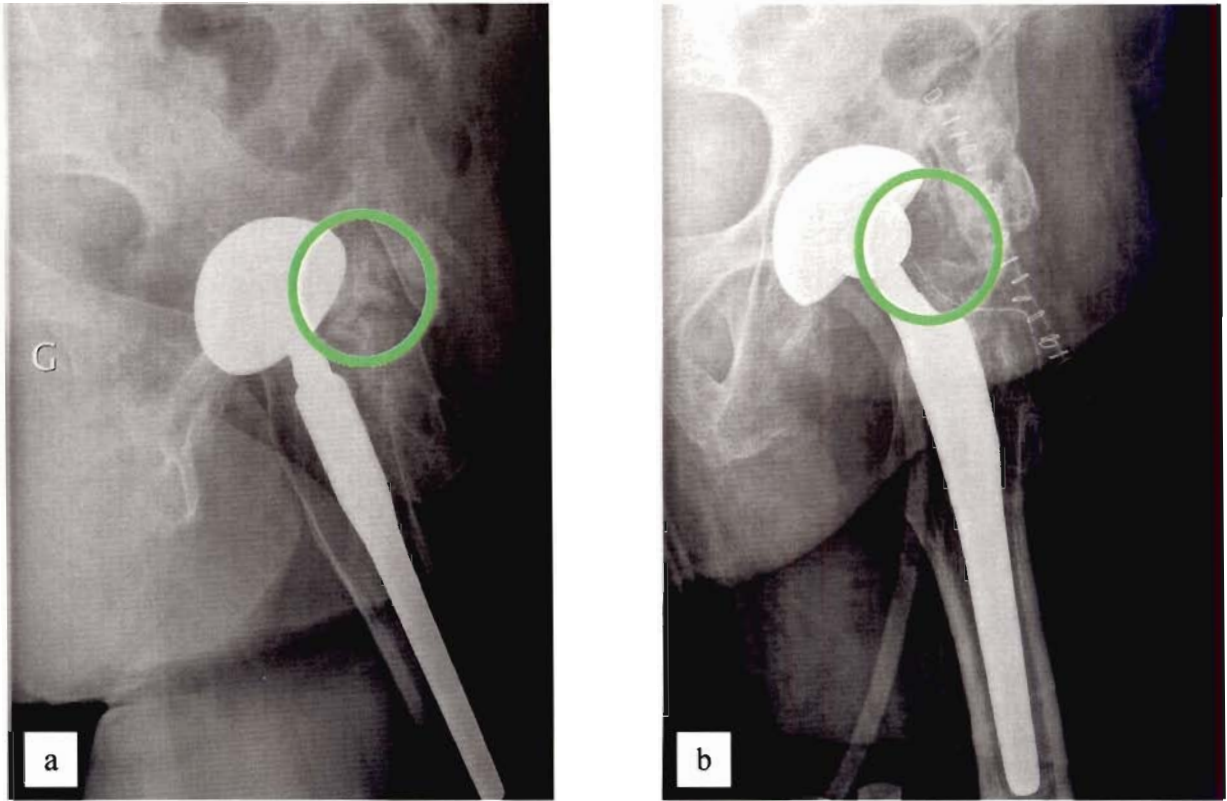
(cas 15) : Radiographie pré-opératoire (a) et post-opératoire (b) immédiates de la hanche gauche de profil (résection partielle de l'ossification à 2 ans de l'arthroplastie, rond vert).
